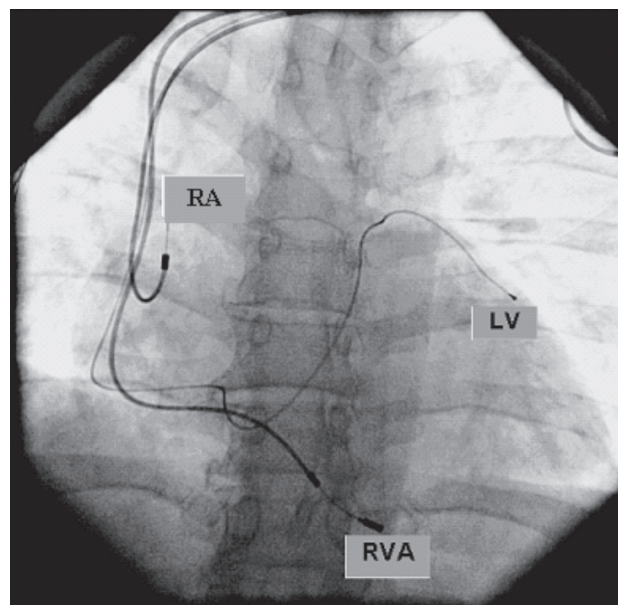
Рентгеновский стоп-кадр в прямой проекции. Представлены имплантированные правопредсердный (RA), правожелудочковый (RVA) и левожелудочковый (LV) электроды
